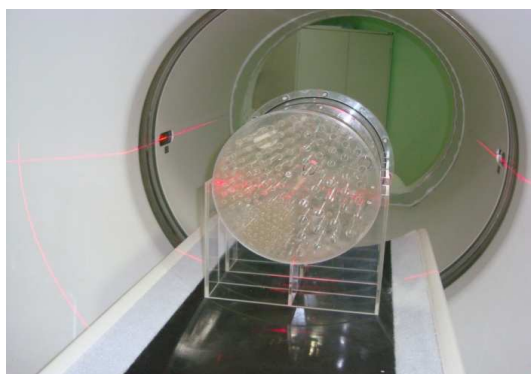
Alinhamento do simulador no campo de visão axial (FOV axial) do equipamento PET/CT.
